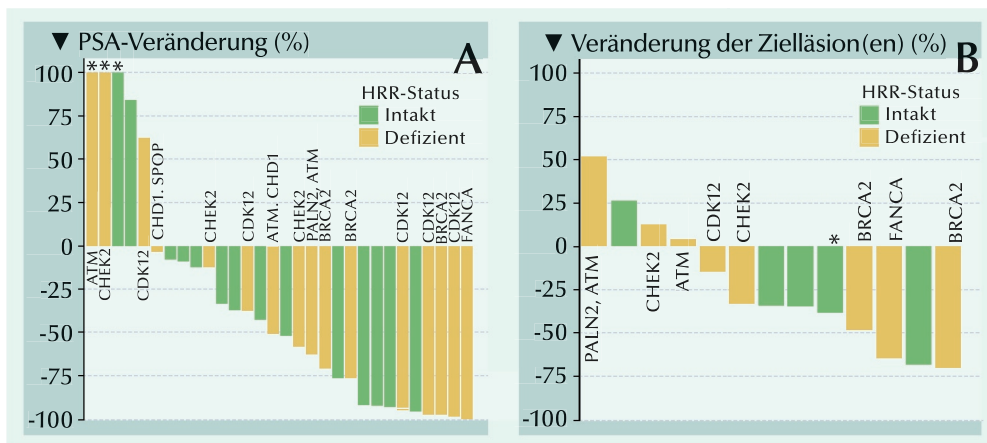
Wasserfall-Plots der Veränderungen des PSA und des radiographischen Ansprechens. (A) Maximaler PSA-Rückgang im Verlauf der Studie bei Patienten, die zumindest 12 Behandlungswochen abgeschlossen haben [n=30]. *PSA-Veränderungen >100% wurden bei 100% trunziert. PSA50-Ansprechen zu irgendeinem Studienzeitpunkt trat bei 10/16 (63%) der Patienten mit HRR-defizientem Tumor gegenüber bei 6/14 (43%) mit HRR-intaktem Tumor. *PSA-Veränderungen >100% wurden bei 100% trunziert. (B) Radiographisches Ansprechen bei Patienten mit messbarer Krankheit nach RECIST v1.1. Ein radiographisches Ansprechen trat bei 4/8 (50%) der Patienten mit HRR-defizientem Tumor gegenüber bei 3/5 (60%) der Patienten mit HRR-intaktem Tumor auf. *Patient hatte ein partielles Ansprechen bei seinen Lymphknotenmetastasen, doch progressive Krankheit bei den Knochenmetastasen.
